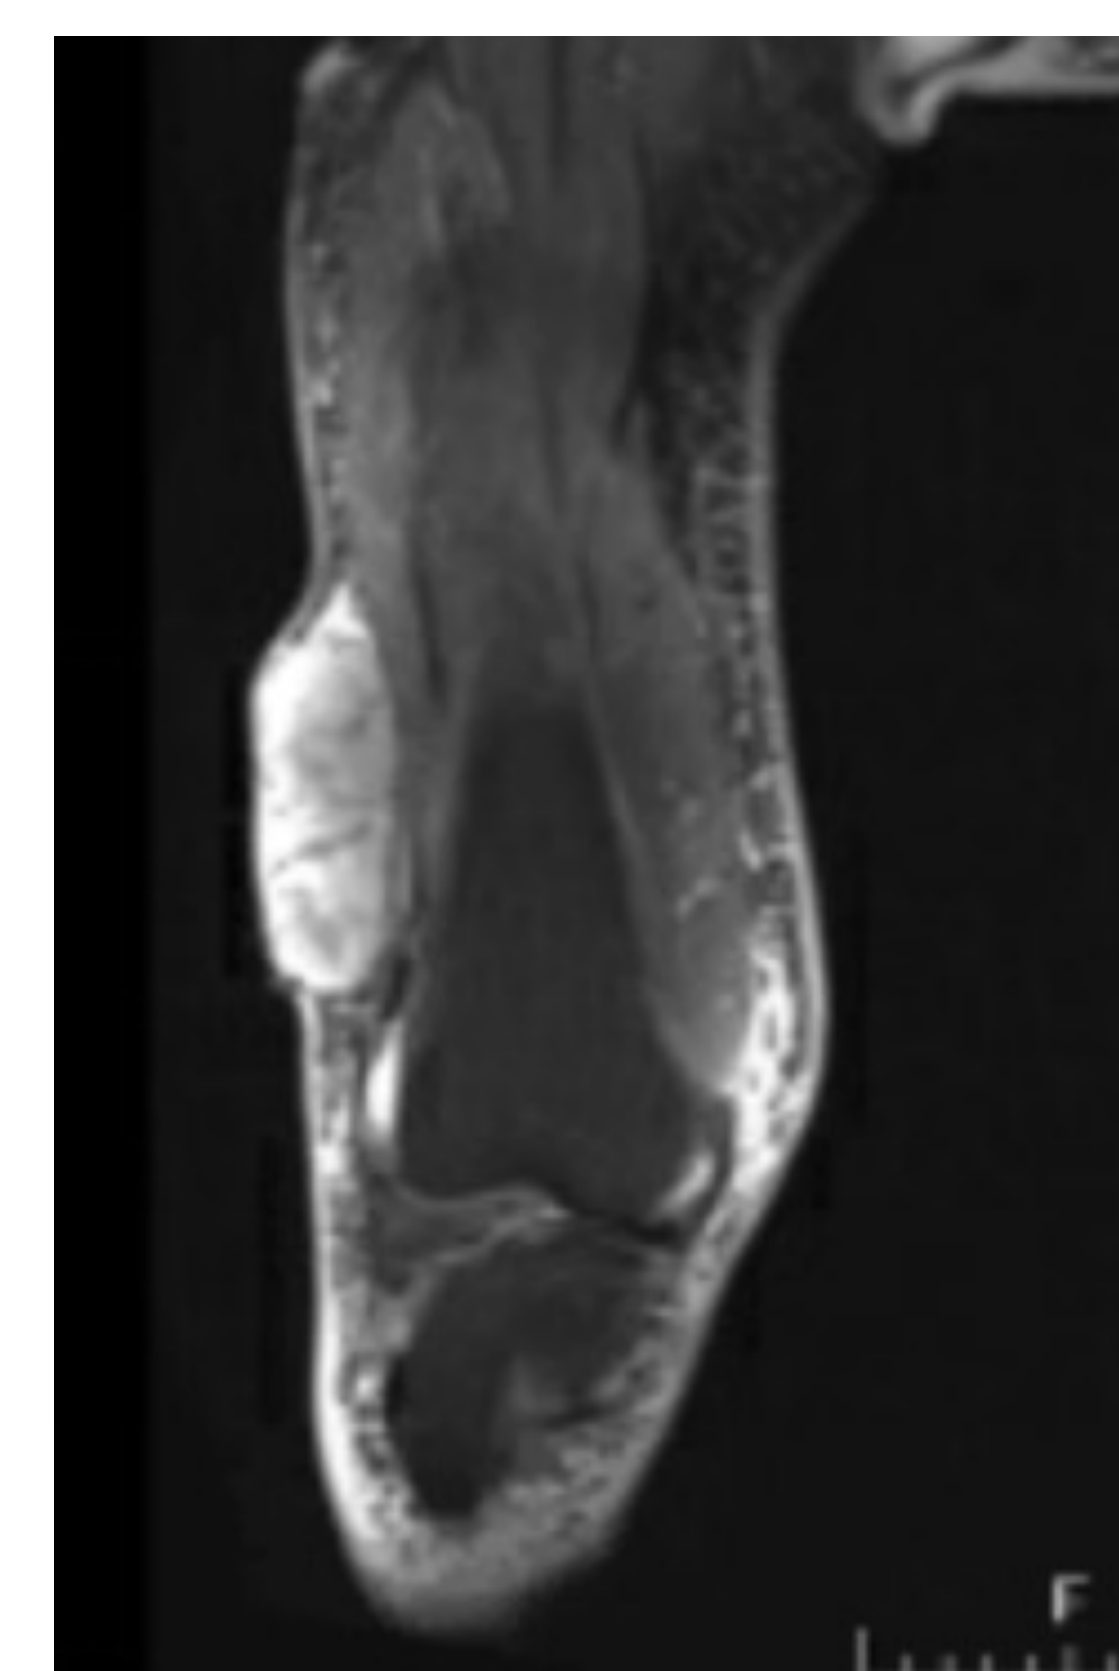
Corte coronal de RMN de liposarcoma
